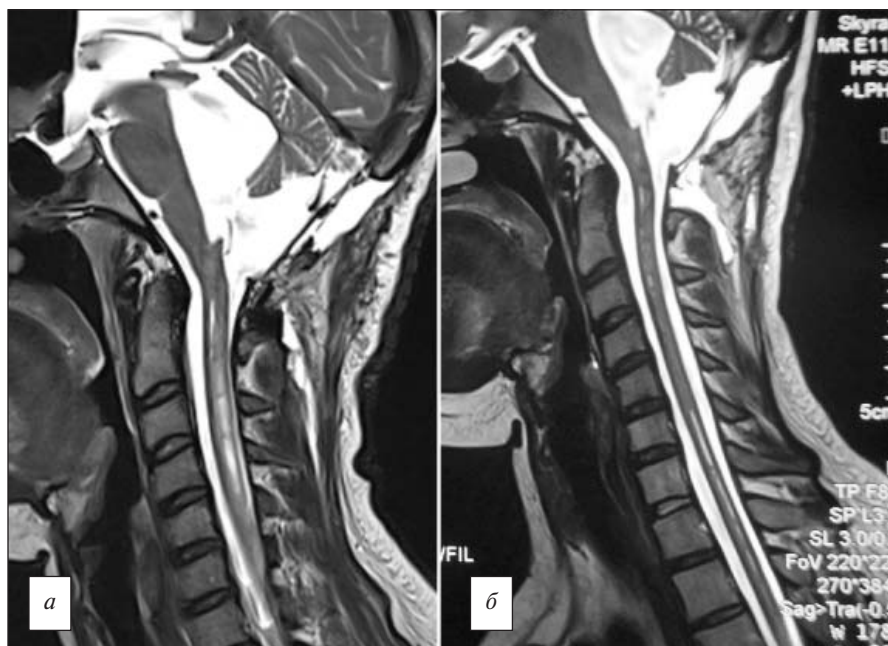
Послеоперационная МРТ области краниовертебрального перехода (режим T2, сагиттальный срез). Исследование через 1 сут (а) и на 15-е сутки (б) после вмешательства. Различия интенсивности МР-сигнала от желудочкового ликвора в боковом и III желудочках, а также в кистозно-расширенном IV желудочке и кисте задней черепной ямки, связанные с турбулентным движением ликвора, значительно уменьшились. Диаметр синингомиелической полости также уменьшился уже через 1 сут и стал щелевидным через 15 сут
